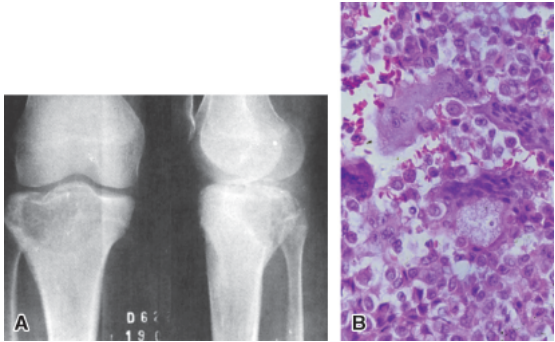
Condrosarcoma. A. Radiografia do joelho, vendo-se lesão epifisometafisária da tíbia de contornos definidos, com calcificação puntiforme em sua matriz. B. No corte histológico, observa-se proliferação mesenquimal benigna constituída de condrócitos e células gigantes.
